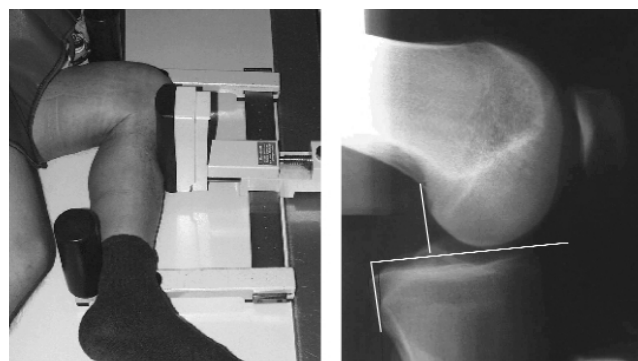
Technik der gehaltenen Röntgenaufnahme zur Evaluation des hinteren Kreuzbandes. Pathologische dorsale Translation der Tibia um 18 mm.
